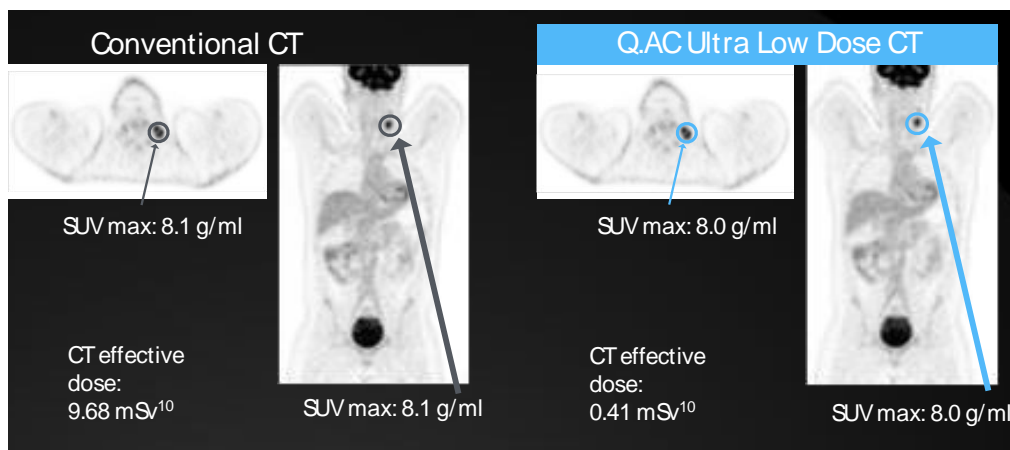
CT convencional vs CT dose ultra-baixa (Q.AC).
